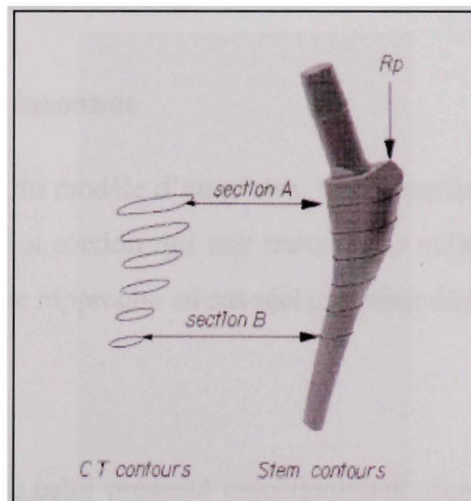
Position des contours du tomographe et DAO (droite).
